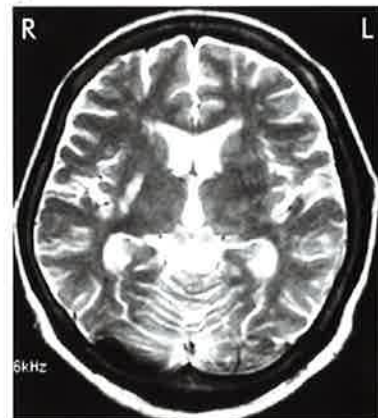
Case 2. T2-weighted MR imaging at 1 month after admission showed a lacunar infarct in the right putamen.
